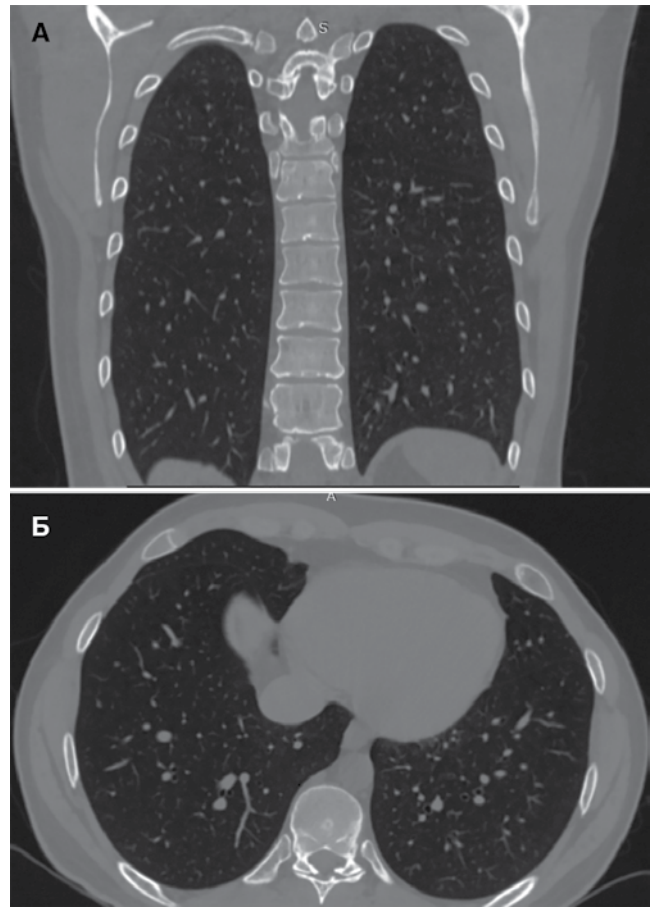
Пациент Т. КТ ОГК от 31.12.2019 г.
